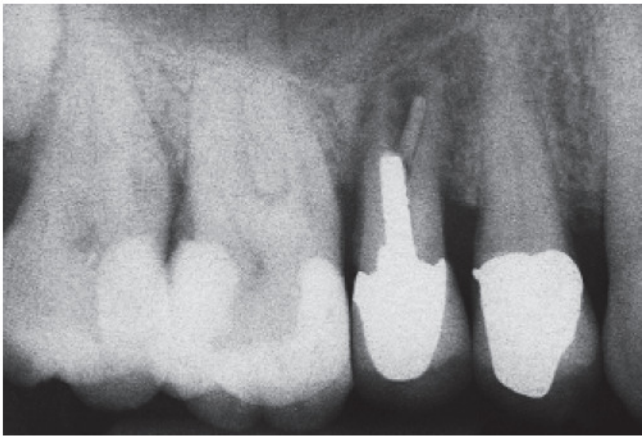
Ausgangssituation: Die Röntgenaufnahme zeigt eine Längsfraktur der Wurzel von Zahn 15 durch den Metallstift
